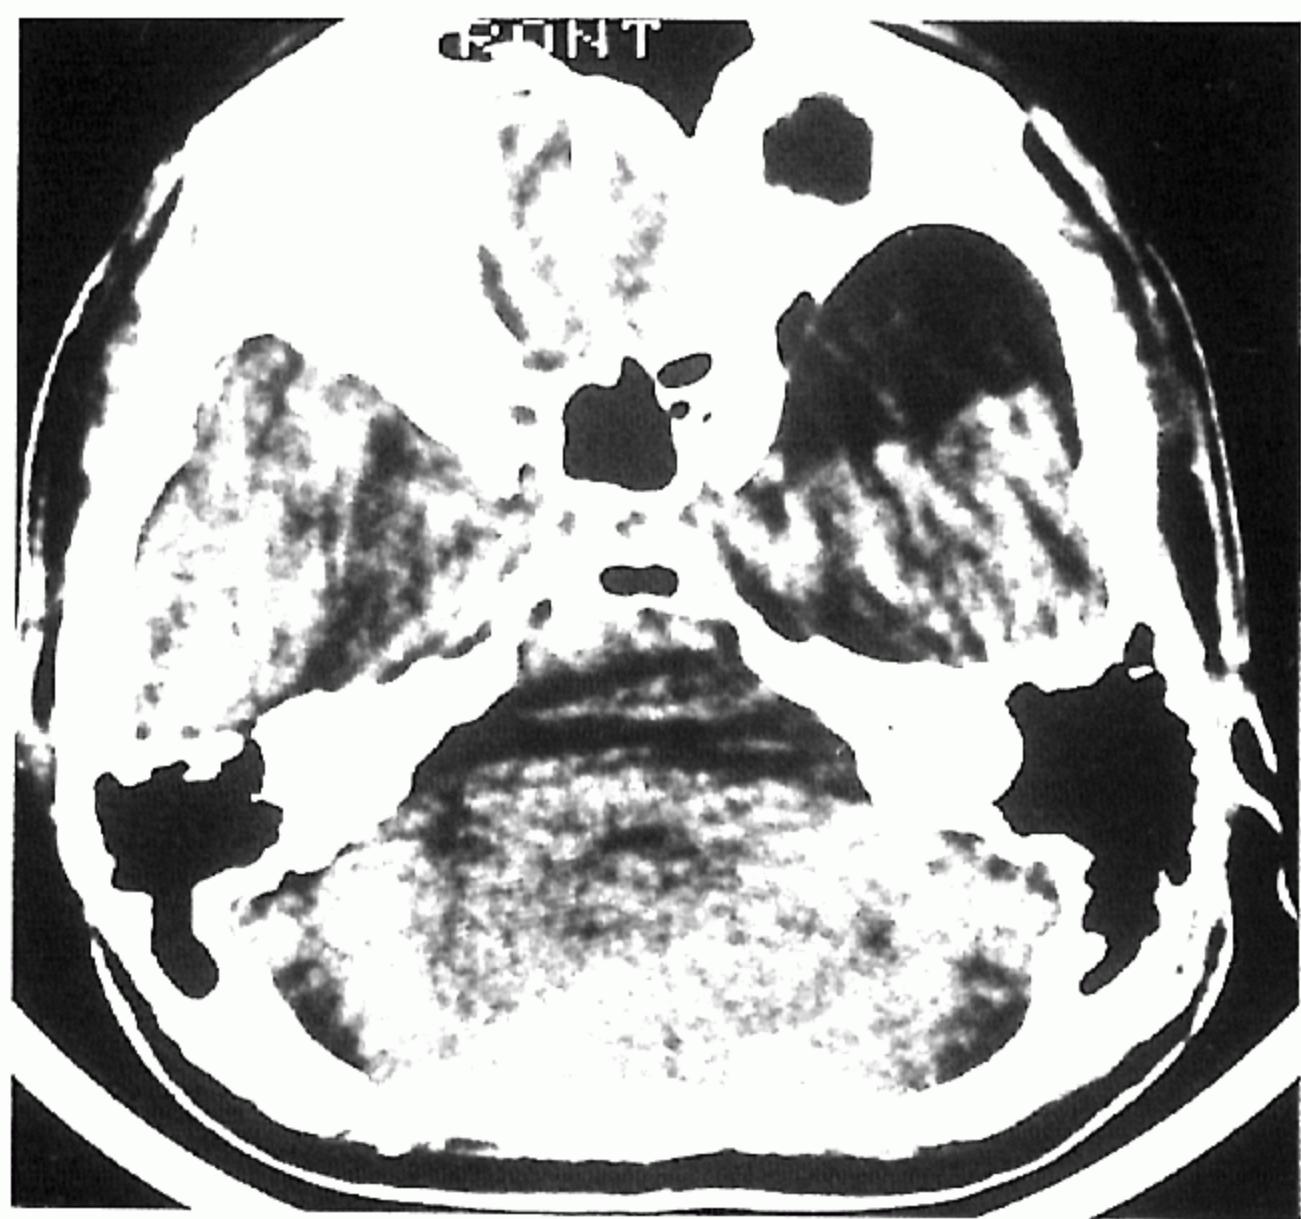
At two years follow-up, CT scan shows no evidence of any recurrence of the tumor.
